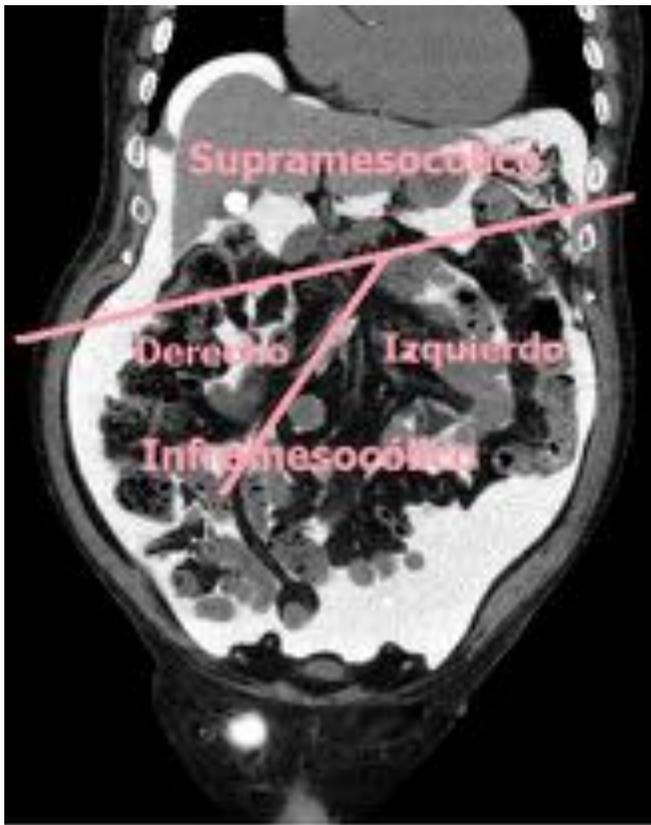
Representación de los compartimentos supramesocólico e infracolocólico separados por el mesocolon transverso en un corte coronal de una TC peritoneografía. El infracolocólico se divide por el mesenterio de intestino delgado en derecho (de menor tamaño, su límite inferior es la unión ileocecal) e izquierdo (contiene la mayor parte de las asas intestinales). Colelitiasis. Hernia inguinal derecha.
